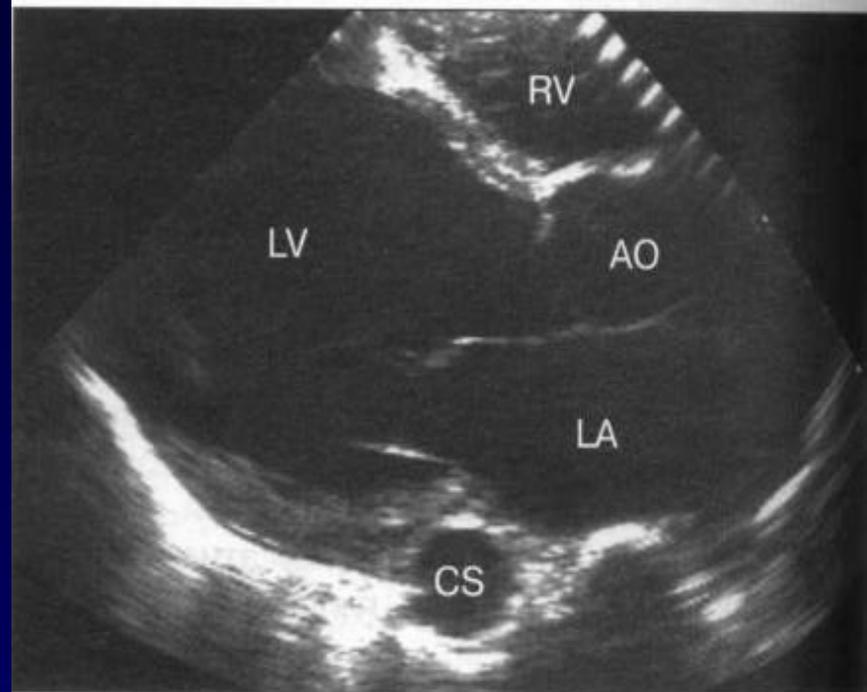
Эхокардиографические изменения на фоне ДКМП (B-режим). Значительная дилатация коронарного синуса.
